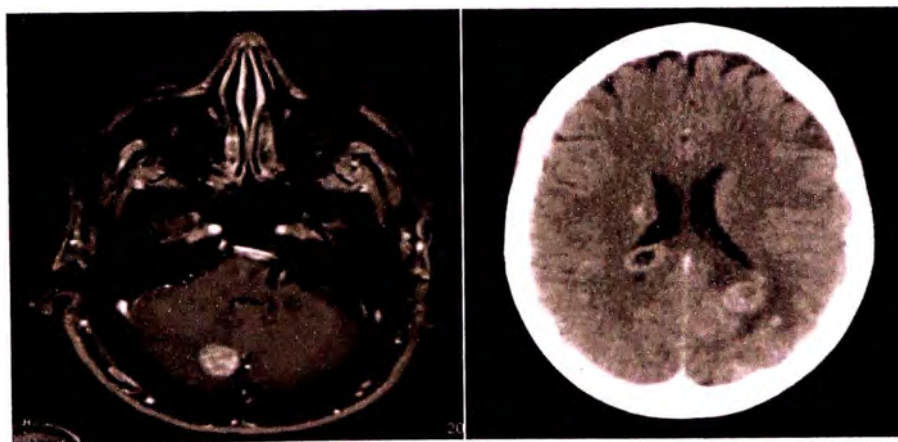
Metástasis única cerebelosa de cáncer de recto, obtenida con RM y a la derecha metástasis múltiples de cáncer de pulmón [67].
